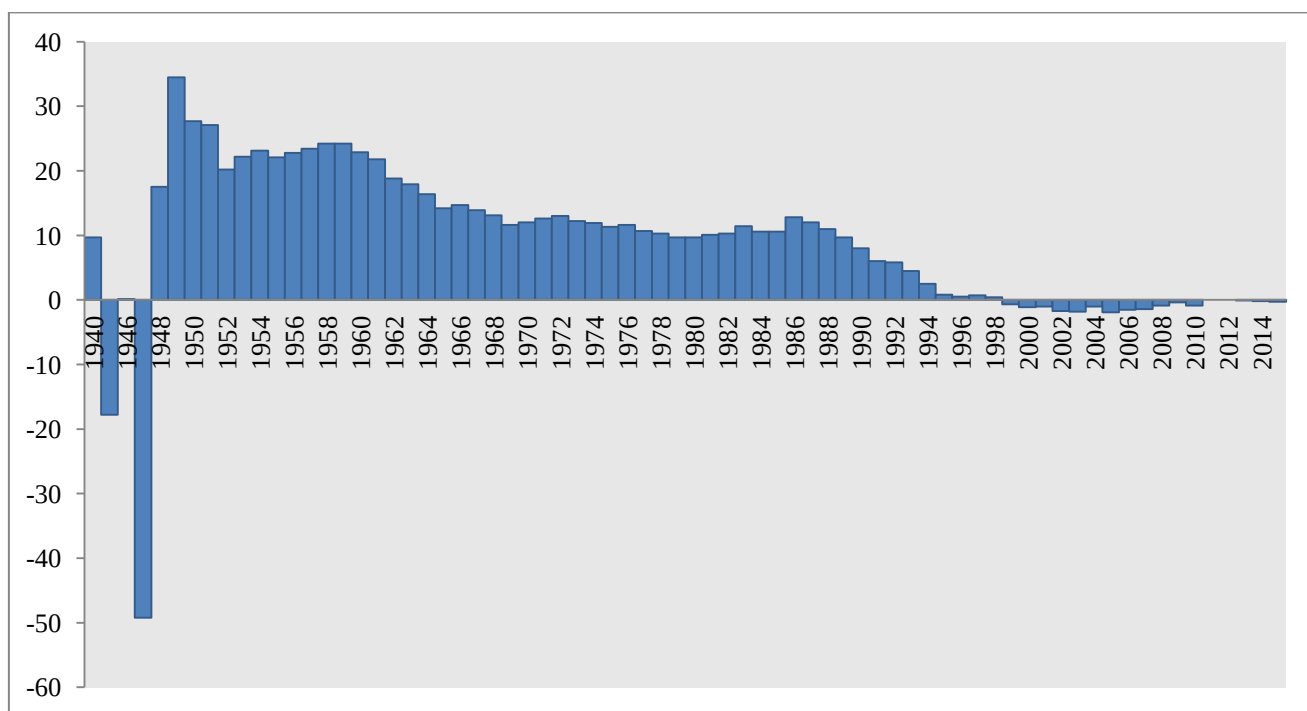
Dinamica sporului natural în RM, a. 1940–2015 (abs.)
